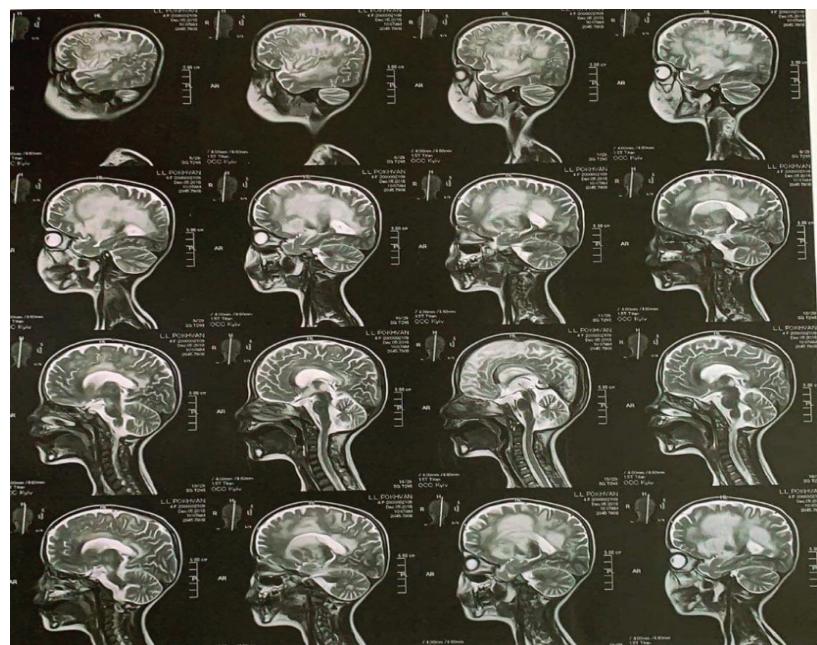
MRI. Sagittal images of the brain (patient D)
